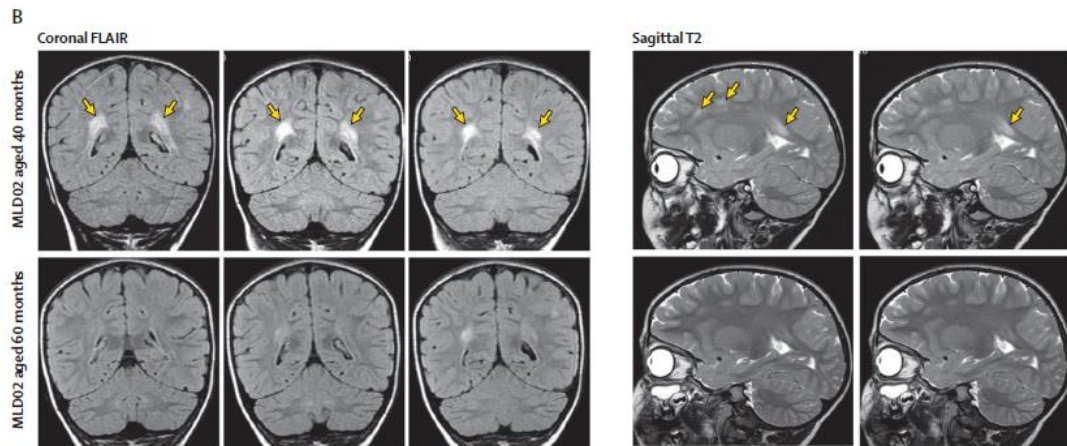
Efectos del tratamiento en el SNC. A) Comparación de las resonancias magnéticas del hermano no tratado de MLD06 y MLD06 tratado con las mismas edades. B) Comparación de resonancia magnética coronal y sagital del paciente MLD02 después de 2,5 años (40 meses) de la transducción, y tras 4 años (60 meses). Las flechas señalan las anomalías de la señal, que se han visto reducidas en tamaño e hiperintensidad con el paso del tiempo.
